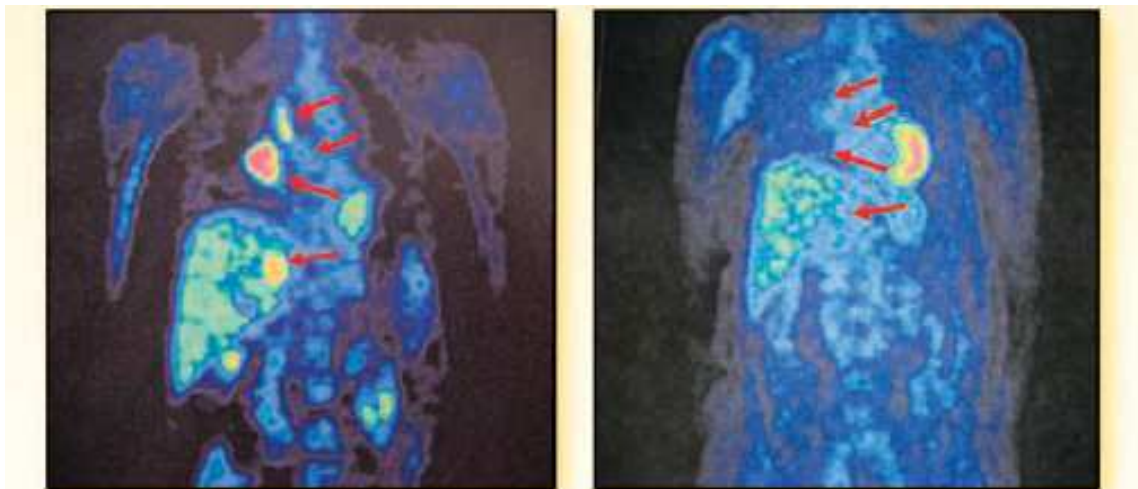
PET-Scan de um paciente com mutação no exão 19, EGFR que apresentou remissão completa e duradoura da lesão após tratamento com Erlotinib
